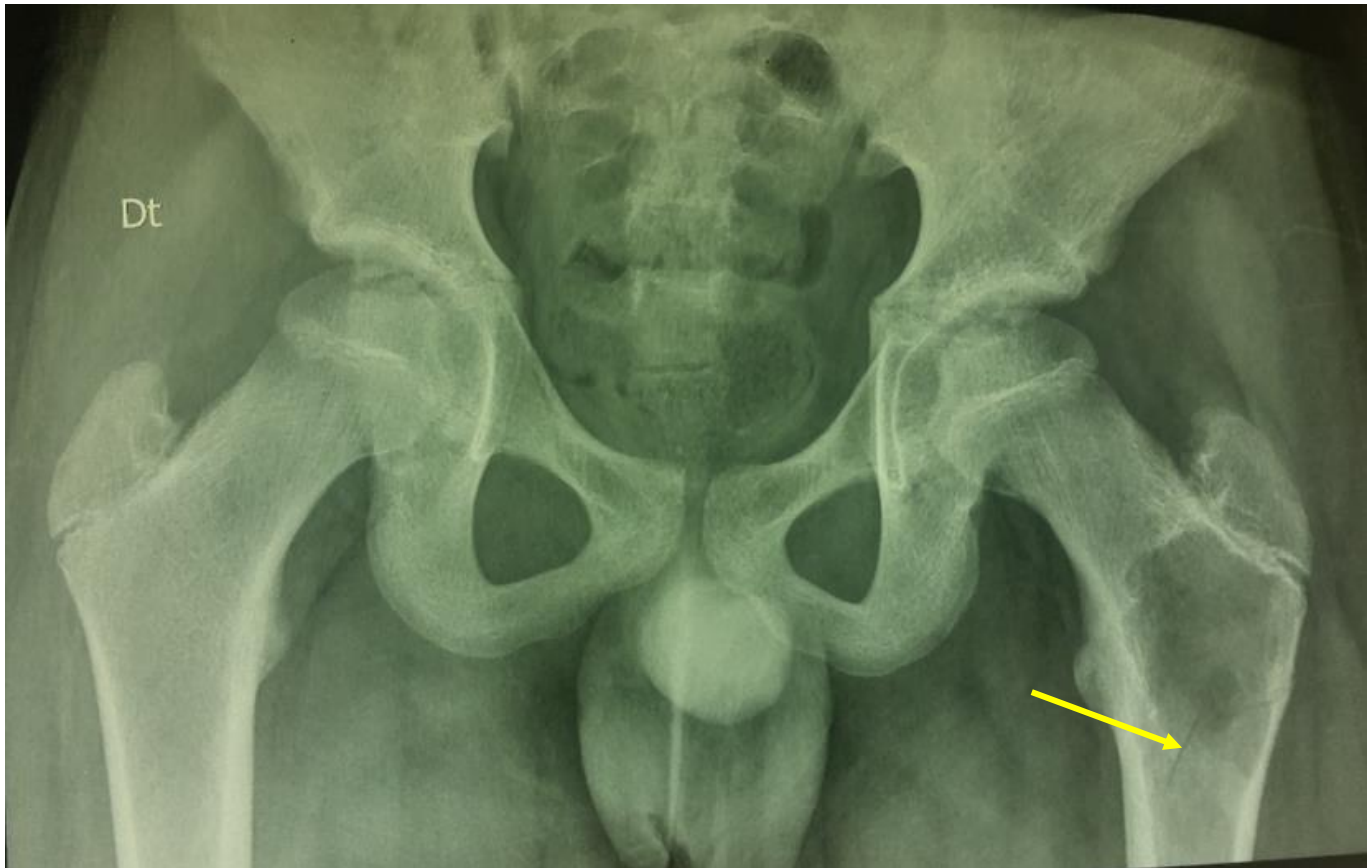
radiographie standard du bassin face chez un enfant de 13 ans (cas n° 19) montrant une image lacunaire de l'extrémité supérieure du fémur gauche de contours bien limités avec une fracture unicorticale (flèche).
